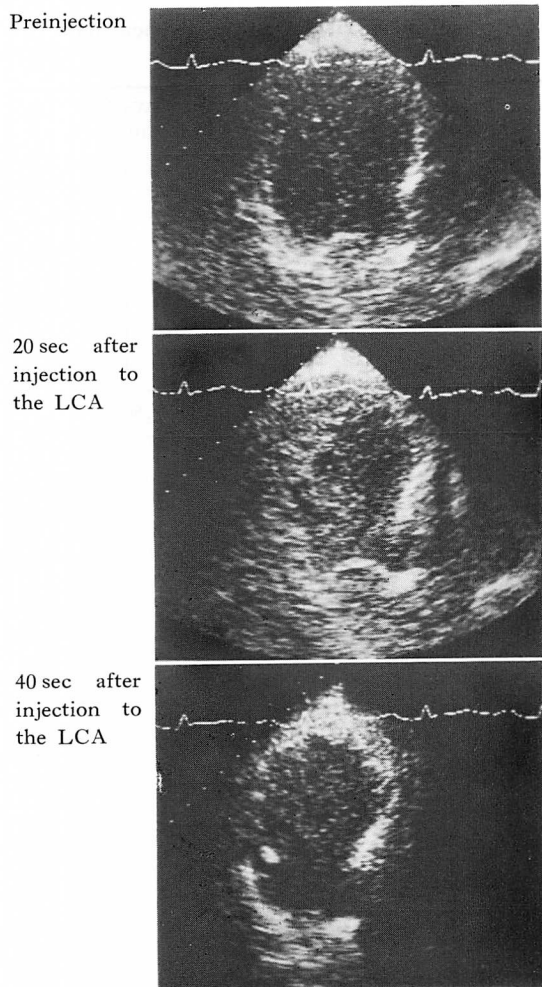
Serial changes in echocardiograms following contrast injection into the left coronary artery (LCA) in a patient undergoing successful direct coronary angioplasty of the anterior descending artery (61-year-old man).
